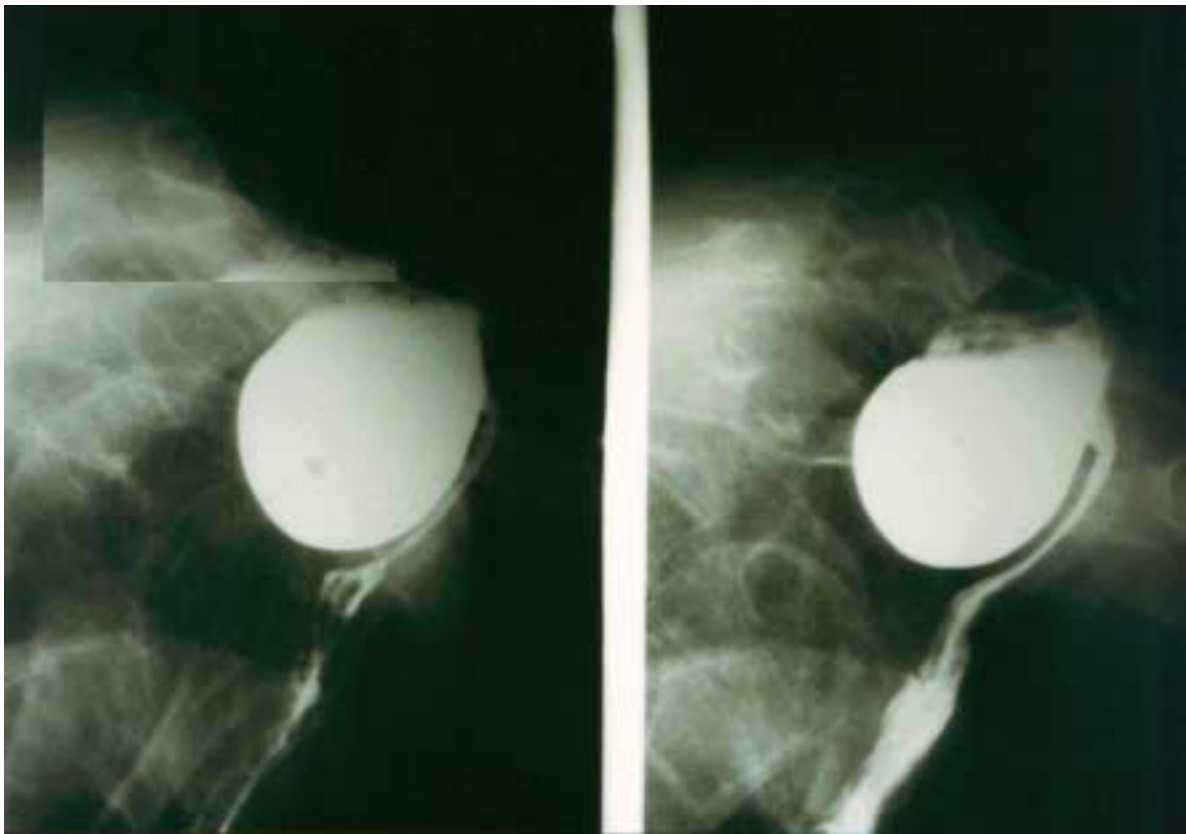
Radiografia baritata faringo-esofagea: grosso diverticolo di Zenker che a riempimento crea stenosi da compressione estrinseca dell'esofago sottostante (stadio 2-3 di Lahey); di qui la motivazione della "disfagia ritardata"
